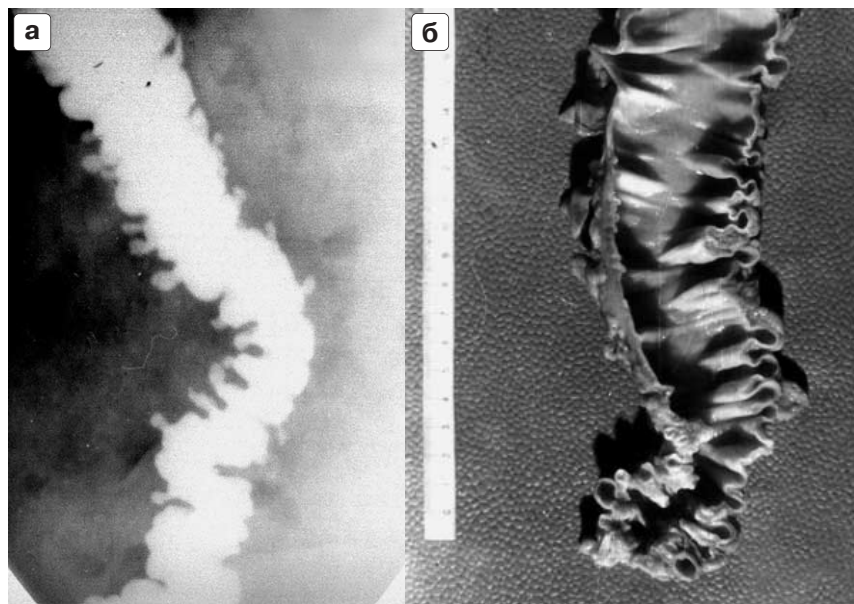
Дивертикулез. Вторая степень морфофункциональных изменений. Рентгенологическая (а) и патоморфологическая (б) картина.
